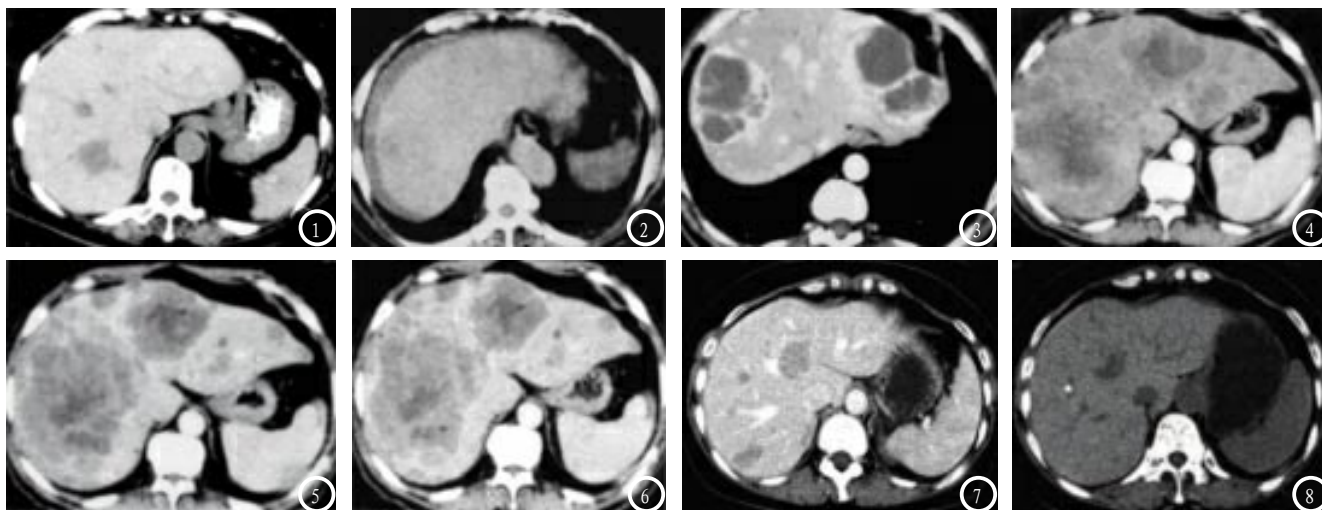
CT平扫表现为均匀或不均匀稍低密度,中心未见明显囊变;图2 CT平扫仅见单一病灶;图3 增强动脉期囊壁及其内分隔明显强化;图4 动脉期病灶呈片状或环形强化;图5-6 门脉期及延时期病灶呈稍低密度,病灶内可见病灶呈等密度或稍低密度,但形态不规则且不限于中心;图7-8 治疗前增强CT门脉期显示肝内多发低密度转移灶,2周期治疗后见原肝内转移灶大部分消失,图中白点为超液化碘油沉淀。
